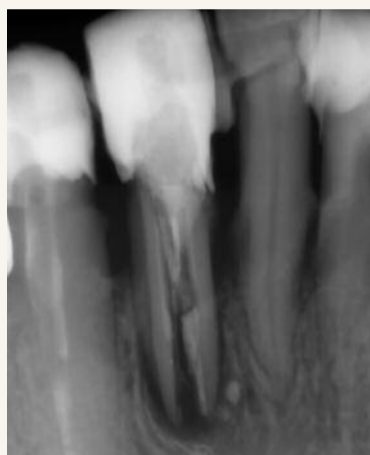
Рентгенографическая картина продольного перелома корня
